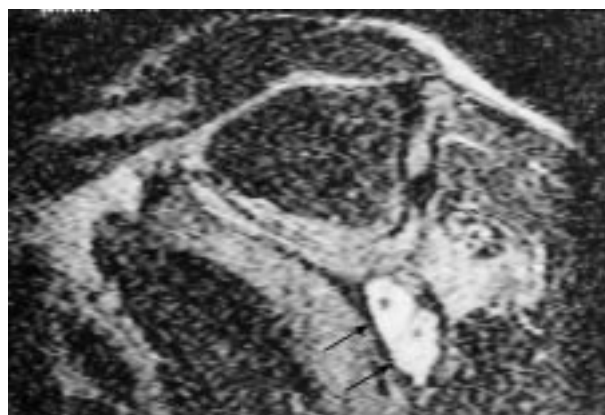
Coupes IRM axiale T1 (a) et sagittale T2 (b). a : Formation bilobée en hyposignal T1 (tête de flèche) développée sur le trajet du nerf supra-scapulaire (flèche). b : L'extension postérieure du kyste, en hypersignal intense, est mise en évidence sur la coupe sagittale T2 (flèches).
